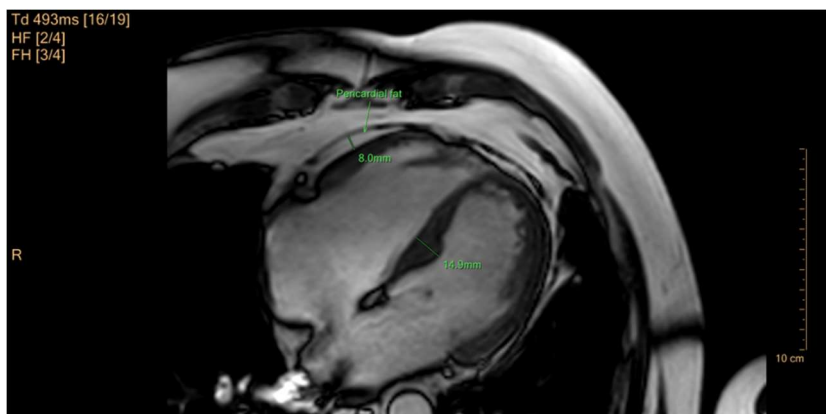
RMN cardiac, secvență BTFFE, cine în patru camere, 8 mm, măsurarea telediastolică a septului interventricular demonstrând hipertrofie (14,9 mm), grosimea grăsimii epicardiace de 8 mm lateral al ventriculului drept.
